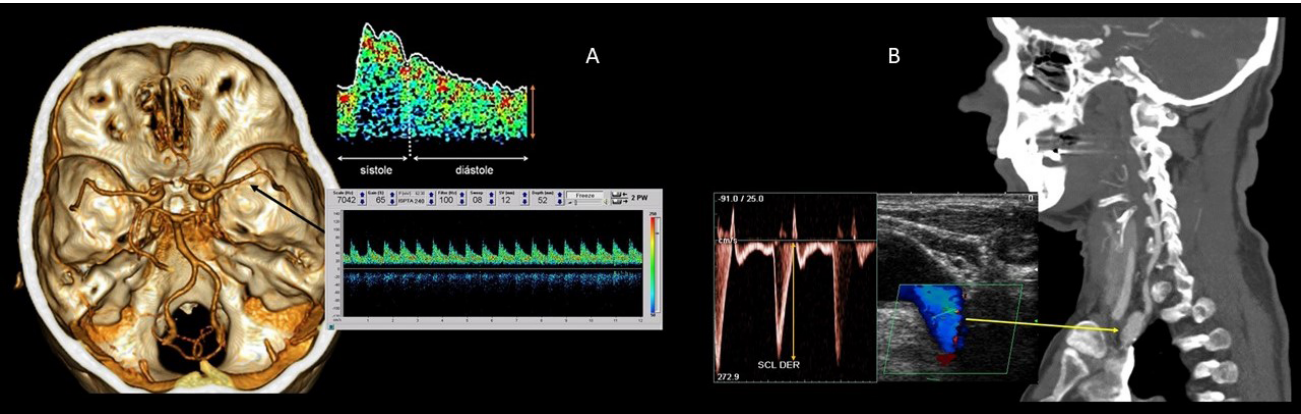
Diferencias entre los sonogramas del segmento M1 de la arteria cerebral media (A) y la arteria subclavia (B).
